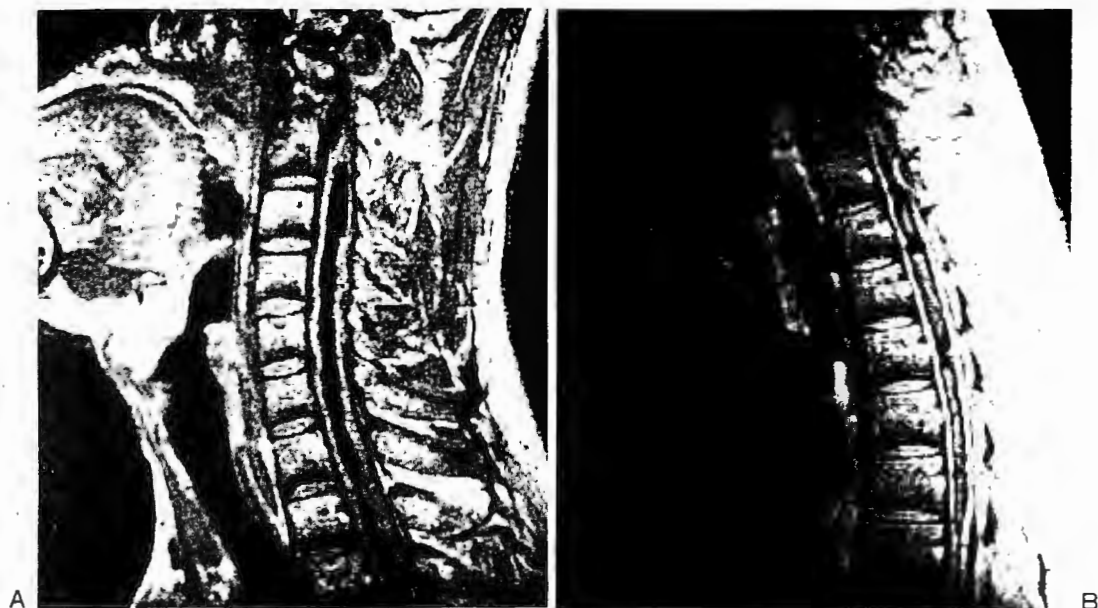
28歳，男性 Chiari I型奇形に伴った脊髓空洞症 A：MRI，T1 強調矢状断像(SE 1300/20) B：造影 T1 強調像 空洞の範囲は広く，頸髄(A)から胸髄(B)にわたっている。このような場合も含めて，脊髓腫瘍に伴う空洞との鑑別が必要である。
